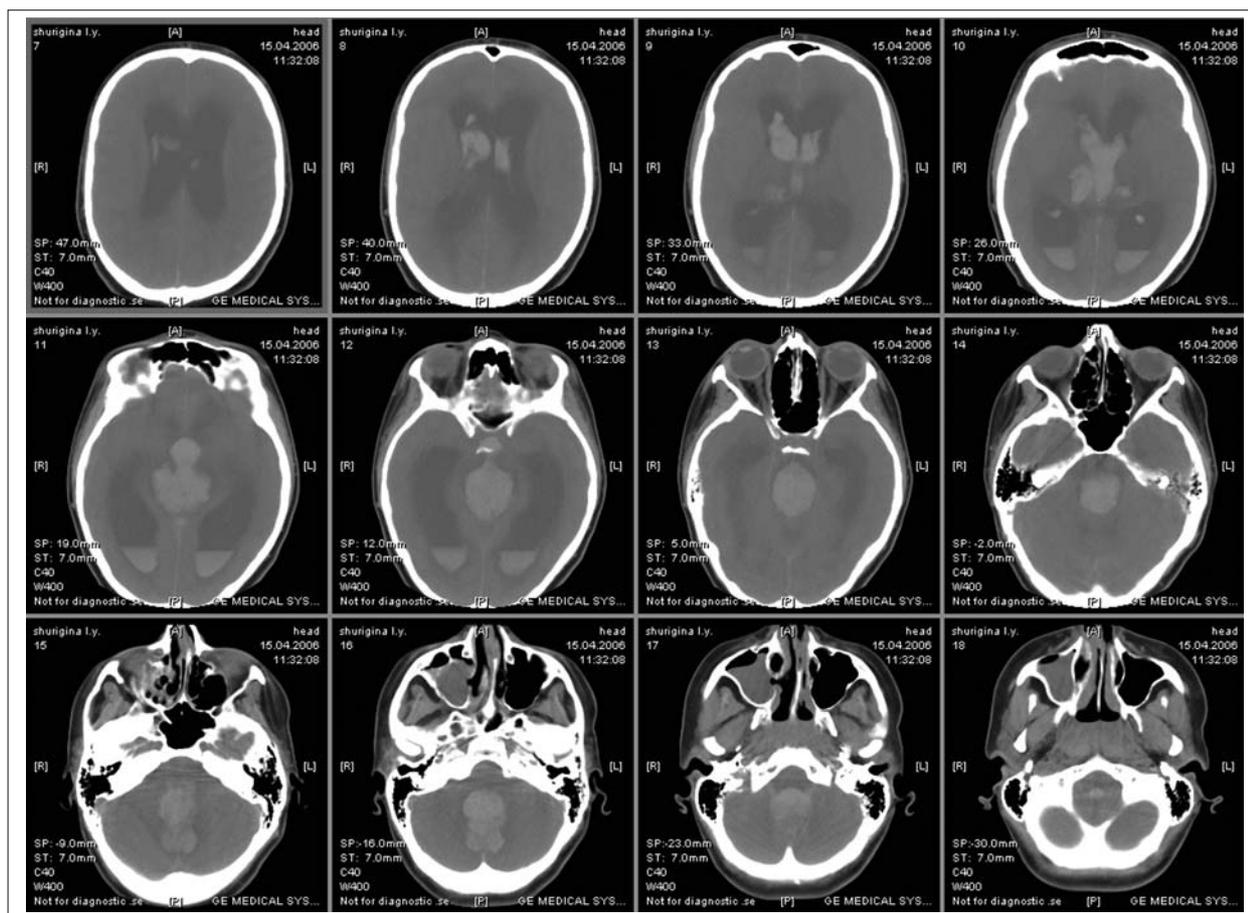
Компьютерная томограмма родильницы Ш.
